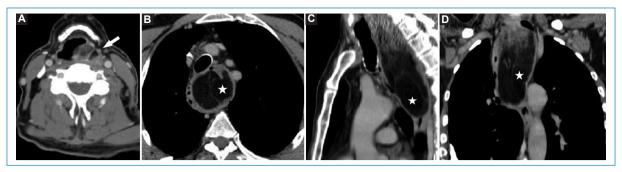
TC de cuello y tórax con contraste intravenoso en ventana de mediastino y reconstrucciones axiales (A y B), sagital (C) y coronal curva (D). Se aprecia una lesión de gran tamaño, con densidad predominantemente grasa, que se extiende desde el seno piriforme izquierdo (flecha en A) hasta el esófago medio, expandiéndolo (estrellas en B, C y D).
